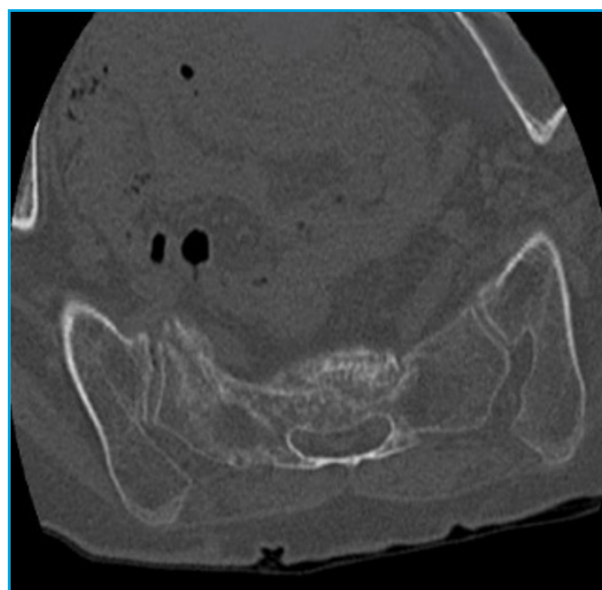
Imágenes TAC en un corte coronal oblicuo.
